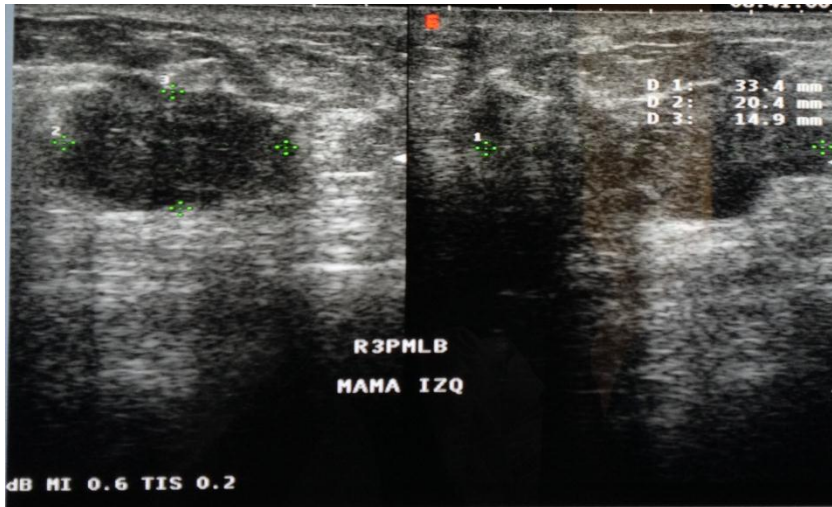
A la paciente de la mastografía que se observa en la imagen 2 se le realiza ecografía complementaria donde encontramos imagen ovoidea, lobulada, ecotextura hipoeoica, proyecta reforzamiento posterior y mide 2 cm en su eje mayor, asociado a ganglio de aspecto infiltrativo en la región axilar izquierda. Resultado de patología carcinoma ductal infiltrante.
